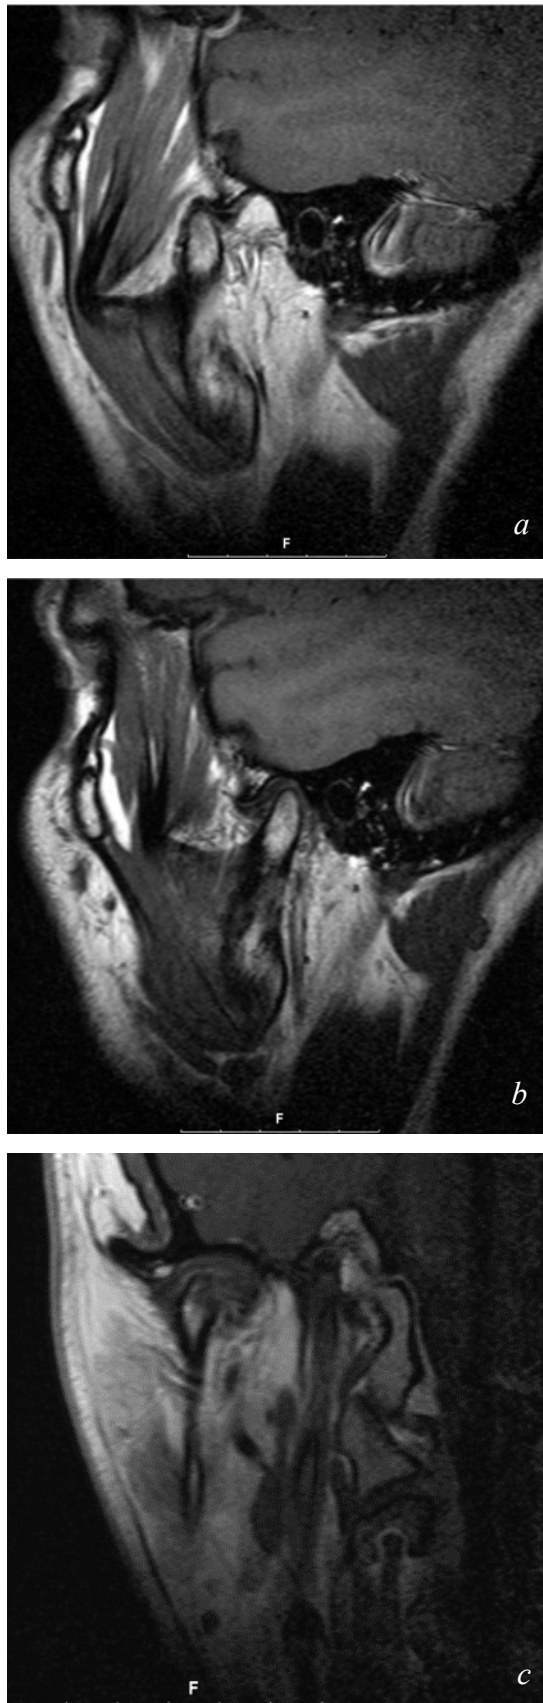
(a, b, c): Fall 8. MRT-Aufnahme (T1-Wichtung, a: sagittal - Protrusion, b: sagittal - geschlossen, c: coronar - geschlossen) der postoperativen Situation nach KFS-Osteosynthese
